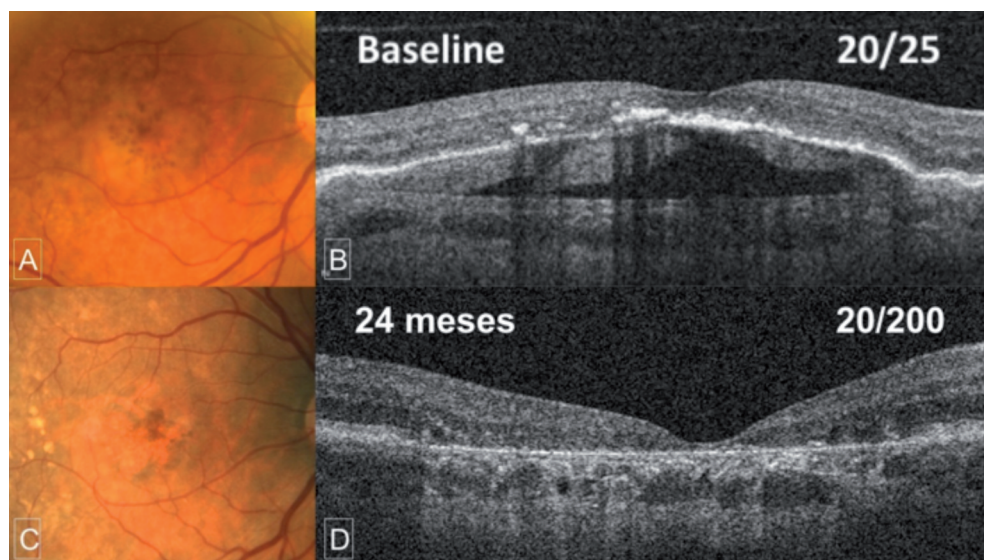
Desprendimiento drusenoidal con colapso y reabsorción del material sub-epitelio pigmentario de la retina (EPR) durante el seguimiento. A.- Retinografía color. B.- Tomografía de coherencia óptica (OCT) al inicio del seguimiento. C.- Retinografía color a los 24 meses de seguimiento. D.- OCT a los 24 meses de seguimiento mostrando atrofia completa del EPR y la retina externa.
